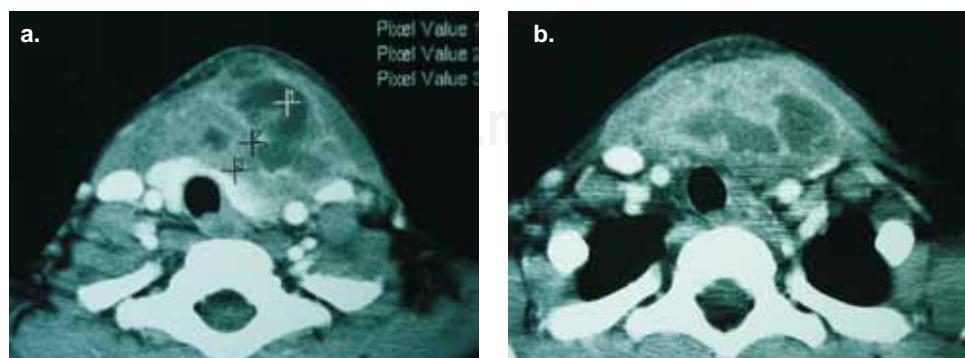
En TC axial contrastada se identifica lesión heterogénea, con múltiples zonas de radiolucidez intralesional b. que se extienden hasta niveles de ápices pulmonares compatibles con absceso.
